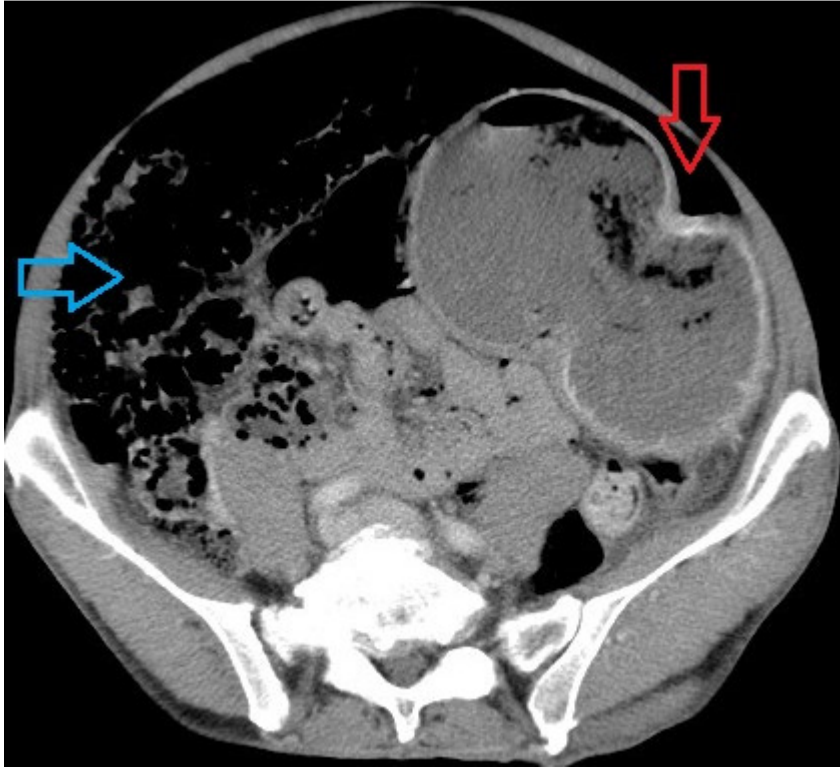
coupe axiale de TDM abdominale objectivant une PNK intestinale (flèche bleue) et un pneumopéritoine de moyenne abondance (flèche rouge)
